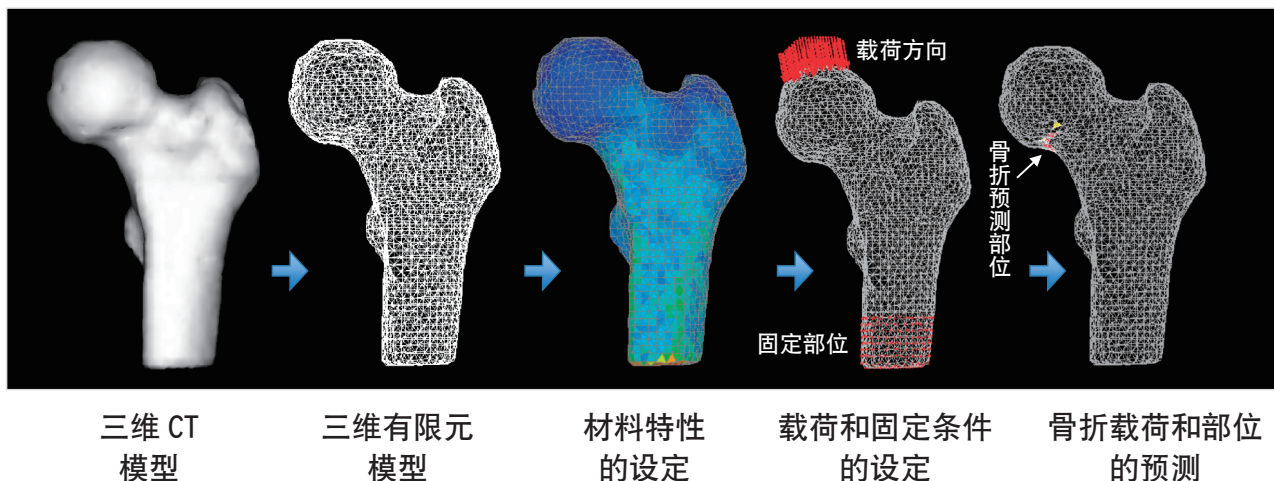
基于CT/FEM的骨折载荷的预测 通过使用CT的有限元法预测一定载荷和拘束条件下的骨折载荷及骨折部位。
